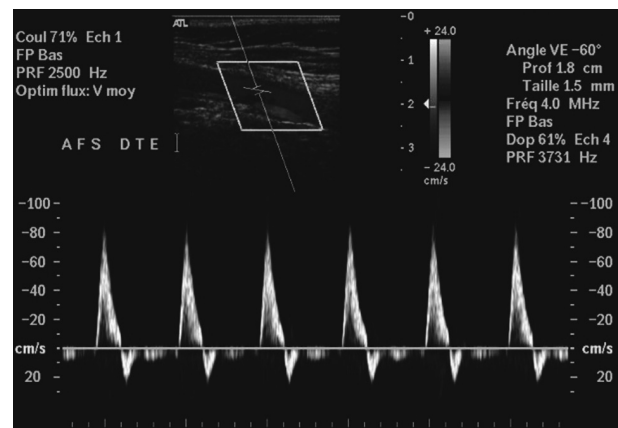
Doppler pulsé d'une artère fémorale superficielle. Le repérage s'effectue en imagerie mode B au sein de laquelle on place un curseur correspondant à la zone d'échantillonnage. En bas, on recueille l'analyse spectrale des vitesses circulatoires.
